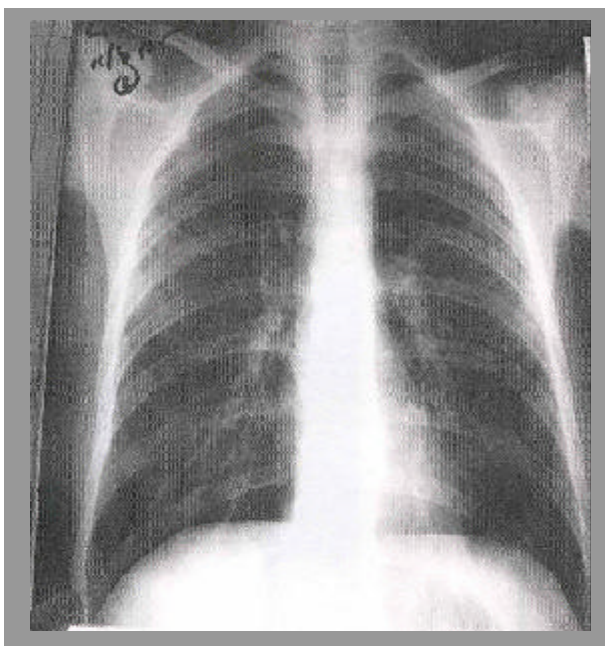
Radiografía de tórax caso 5
